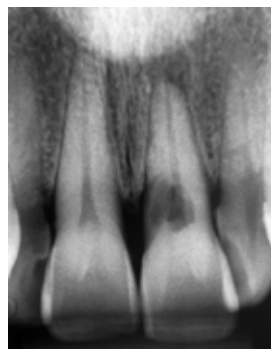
Radiografía Inicial, incisivo central superior izquierdo con imagen periapical radiolúcida y zona radiolúcida en el tercio cervical de la raíz
